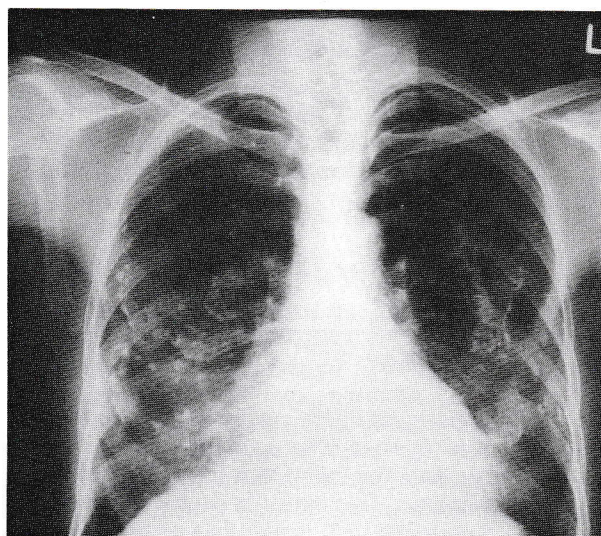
Typical chest roentgenogram of a healthy 70 year old inhabitant of Metsovo showing extensive pleural calcifications.
